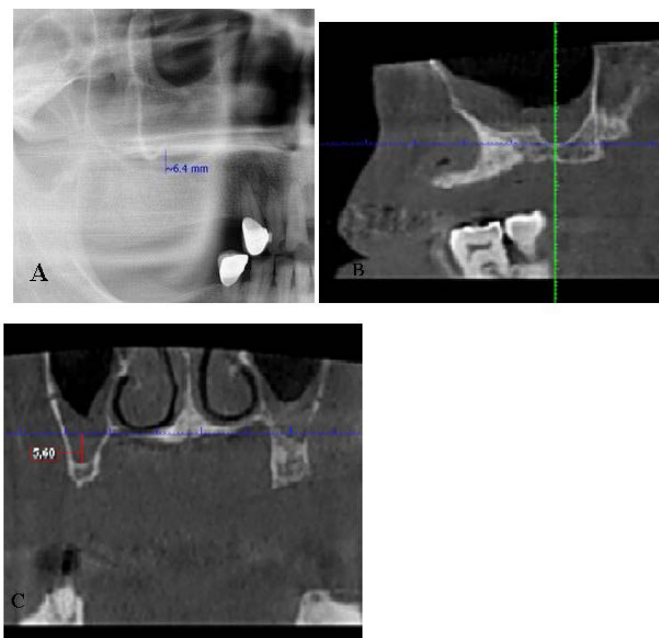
A. Pneumatization in the edentulous area determined by panoramic radiography; B. Pneumatization in the edentulous area determined by CBCT imaging by detecting the deepest point of the sinus in sagittal plane and C. by measurement of the distance from the nasal floor to the sinus floor in coronal plane.
